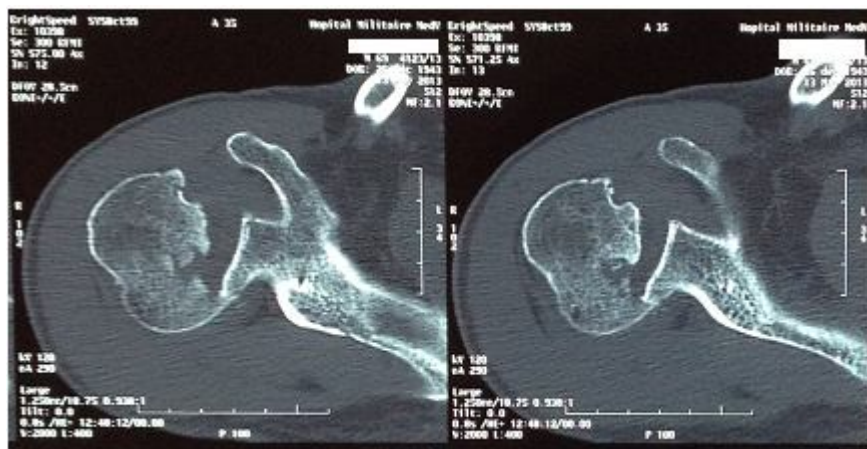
Cliché TDM en coupe coronale montrant la taille du défaut de la tête humérale
